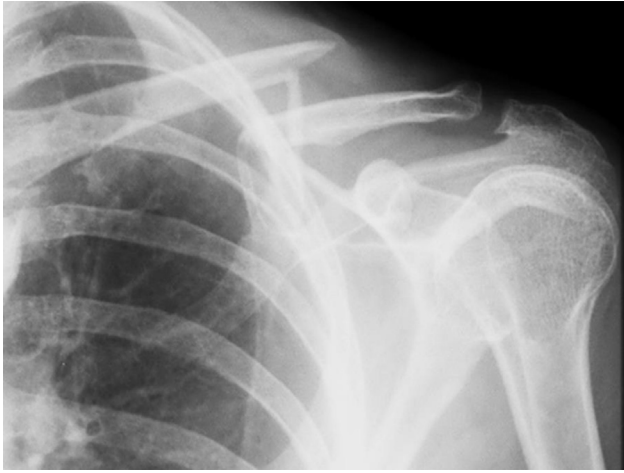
Radiografia da clavícula esquerda após acidente ciclístico.
